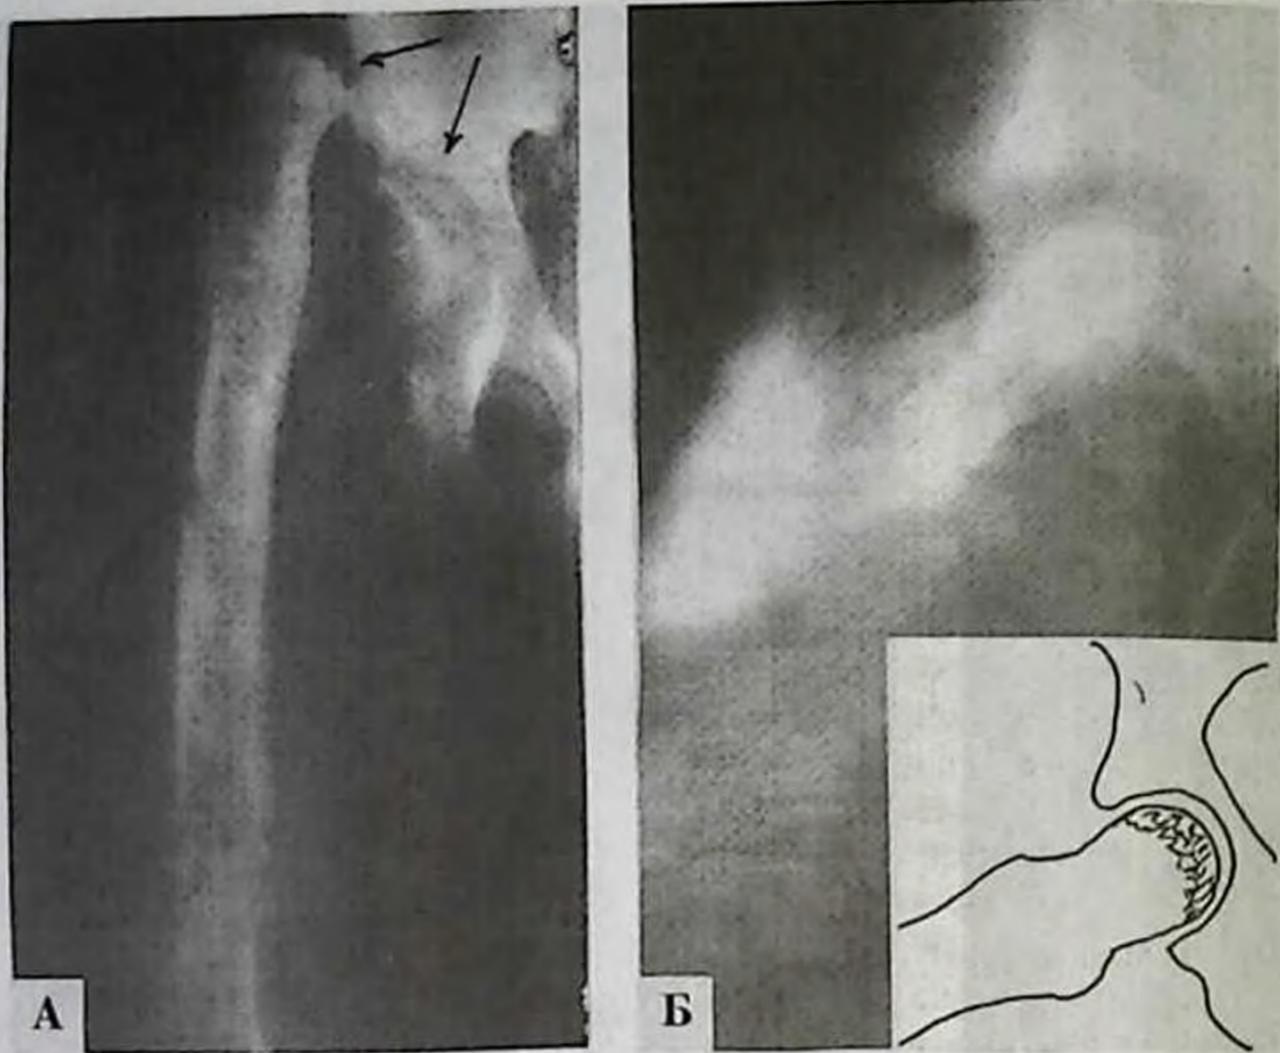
Тот же больной. А—через 2,5 месяца после начала заболевания — некроз головки бедра, гнойный коксит, разрушение росткового хряща, смещение бедренной кости вверх, септическое состояние. Б—после хирургической обработки гнойного очага и резекции шейки бедренной кости ее остатки и большой вертел внедрены в вертлужную впадину для создания опорной конечности (рентгенограмма в гипсовой повязке).
